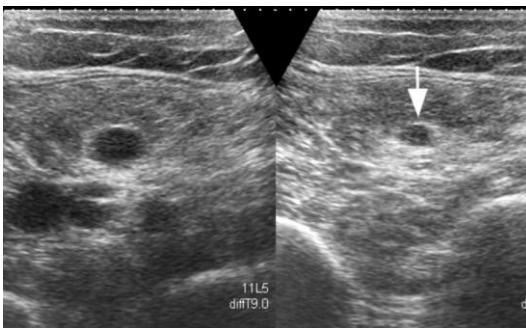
Trombosis vena de plexo sóleo. Ecografía modo B, plano axial desde cara posterior de tercio distal pantorrilla. Izquierda: sin compresión, venas del plexo sóleo distendidas. Derecha: con compresión continua se detecta ausencia de coaptabilidad de las paredes de un segmento del plexo sóleo (flecha).
